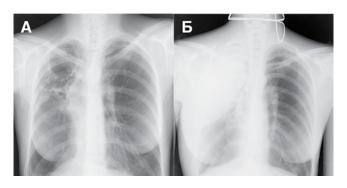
Пациентка Н. Обзорные рентгенограммы: A — перед операцией; B — через 1 сут после операции: имплант занимает установленное положение, эффект компрессии достигнут
